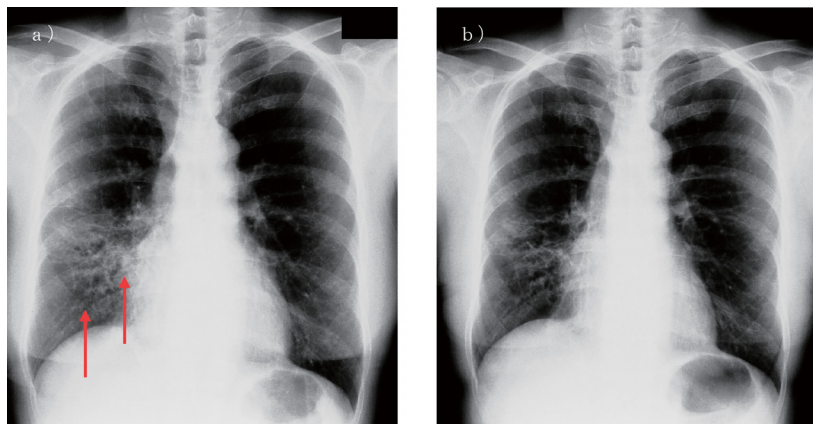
Chest X-ray photo of the patient
